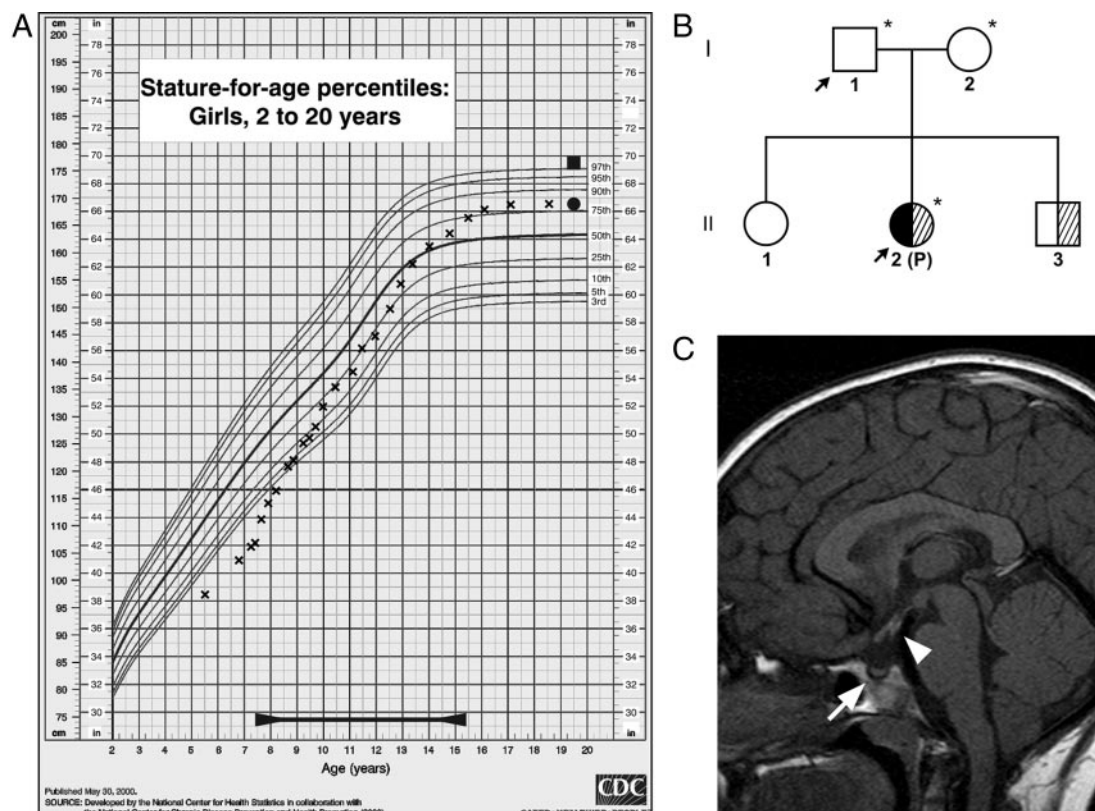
Patient D. A, Growth chart of the patient, showing the final height of father (filled square) and mother (filled circle). The period of GH replacement therapy is marked at the bottom of the chart. Percentiles are shown as indicated. B, Family tree of patient D. The proband (P) is the second of 3 children of a nonconsanguineous Caucasian marriage and as his father carrier of the p.R516P mutation (arrows). Asterisks indicate individuals for whom molecular genetic analysis has been performed. Filled symbol, pan-hypopituitarism; hatched symbols, polydactyly. C, MRI performed at 7 years. Sagittal scans show mild anterior pituitary hypoplasia (arrow) and a maldescended posterior lobe (arrowhead).
